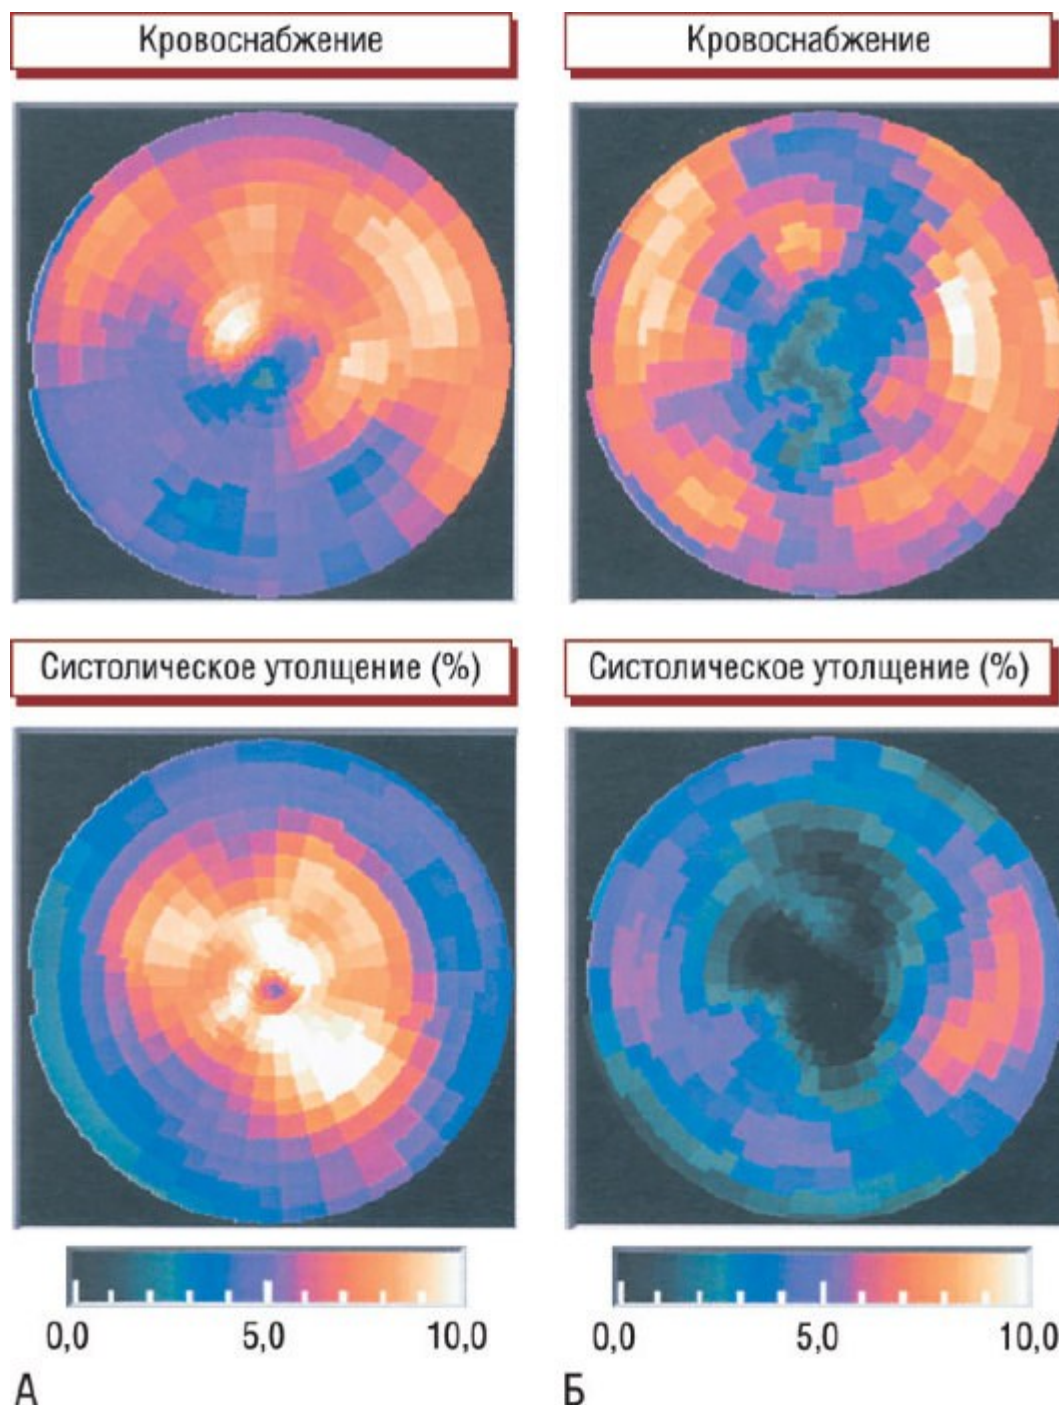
Результаты перфузионной томосцинтиграфии миокарда в режиме синхронизации с ЭКГ, представленные в системе полярных координат. На верхней панели отражено состояние кровоснабжения ЛЖ, на нижней панели - систолическое утолщение миокарда. А - стабильный дефект кровоснабжения в нижнеперегородочной области, который не сопровождается нарушением систолического утолщения миокарда, свидетельствует в пользу аттенуационного артефакта. Б - стабильный дефект кровоснабжения в сочетании с уменьшением систолического утолщения миокарда - характерная скintiграфическая картина постинфарктного кардиосклероза.
